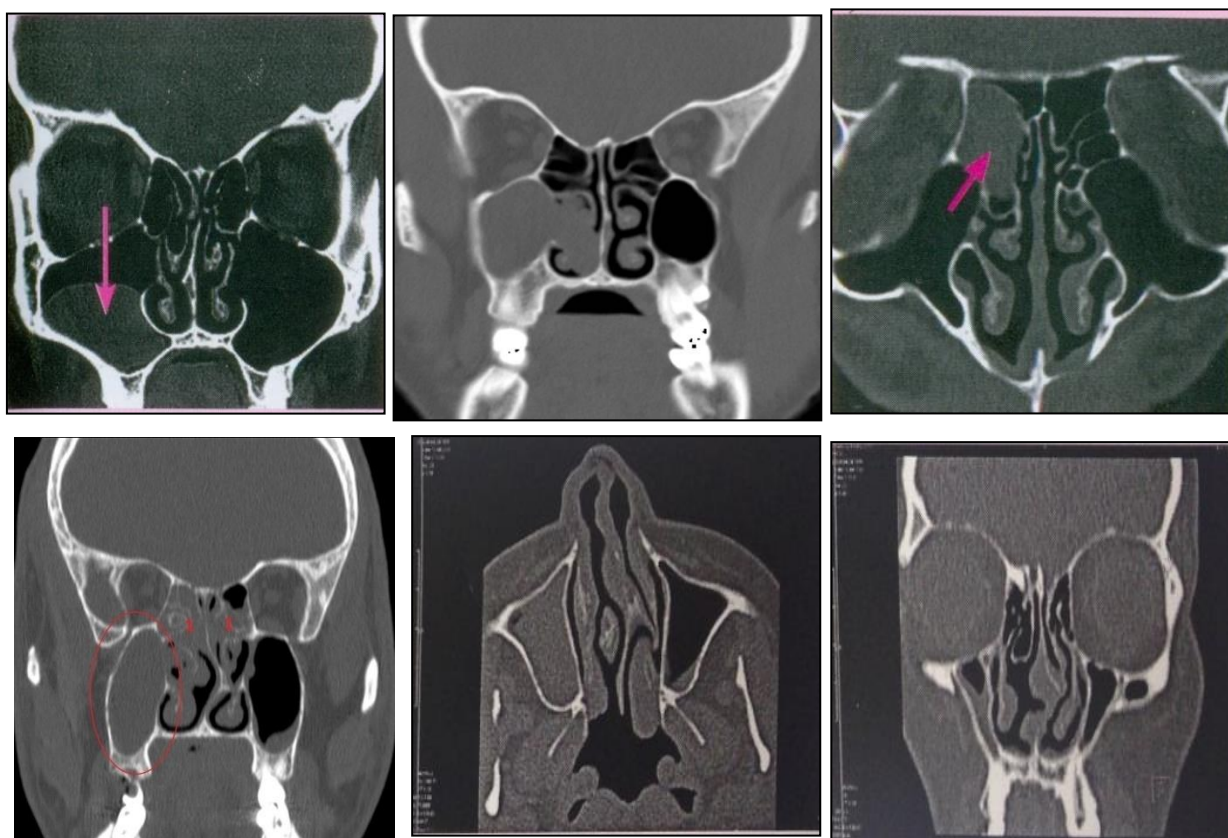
Данные КТ носа и ОНП у больных третьей группы
